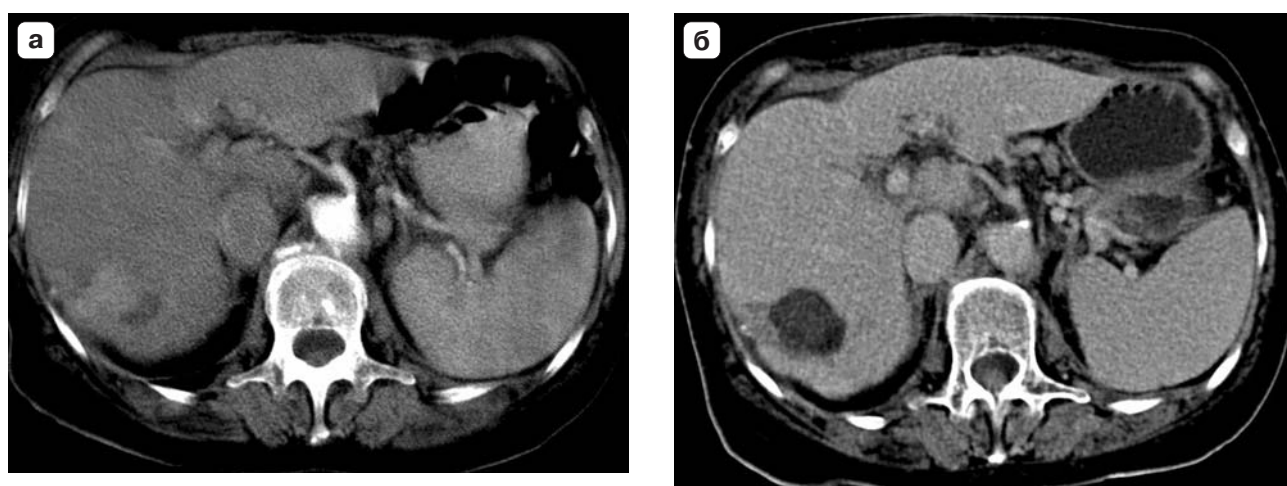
Компьютерная томограмма больного ГЦР. а – до химиоэмболизации, б – после химиоэмболизации.
